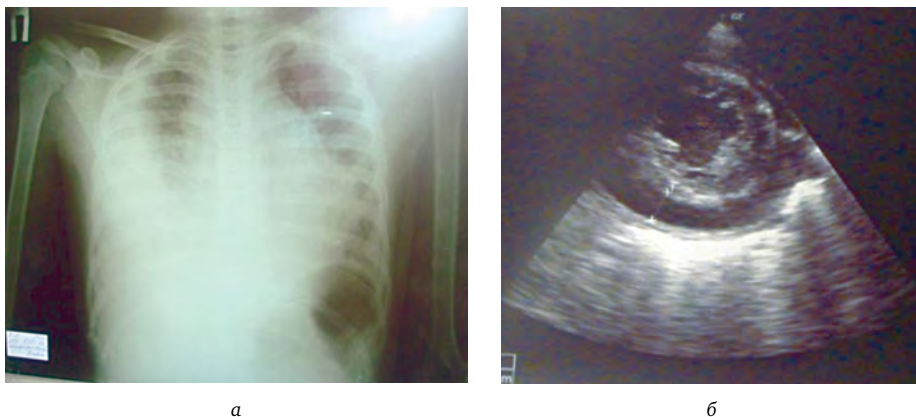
Результаты инструментальных исследований: а) рентген грудной клетки; б) Эхо-КГ исследование
